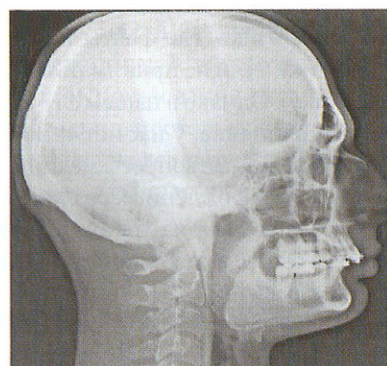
Эффект дистального положения нижней челюсти. Многие специалисты полагают, что для глубокого прикуса вертикальный тип роста не является характерным, поэтому они зачастую корректируют глубокий прикус посредством увеличения длины лица. Этот клинический случай также показывает, как опущение кончика носа влияет на значение индикаторной линии. Дистальное положение нижней челюсти у данного пациента обусловлено ретрузионным положением верхней челюсти. Значение индикаторной линии — 54!
